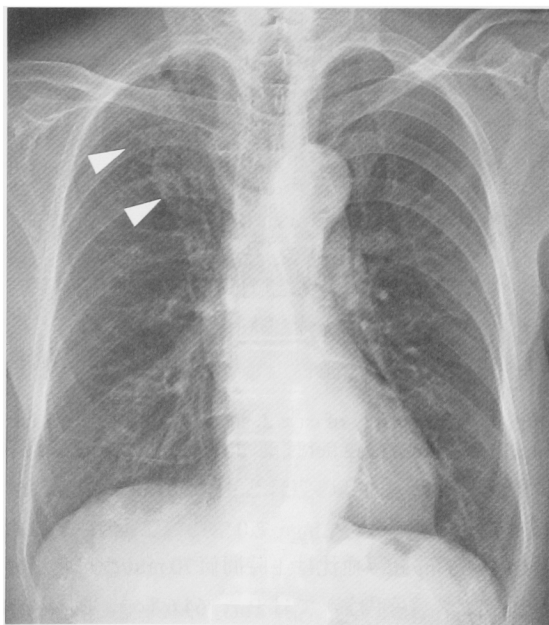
Chest X-ray taken 3 years and 9 months ago. Fine granular shadows are localized at the right upper lobe (▲).
